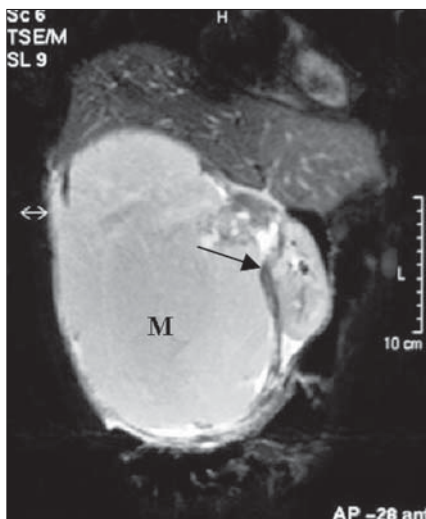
RM coronal T1 pós-contraste. Observa-se volumosa formação expansiva ocupando o espaço perirrenal direito e deslocando o rim ântero-medialmente (seta). Nota-se compressão sobre a face inferior do fígado. (M, massa).
